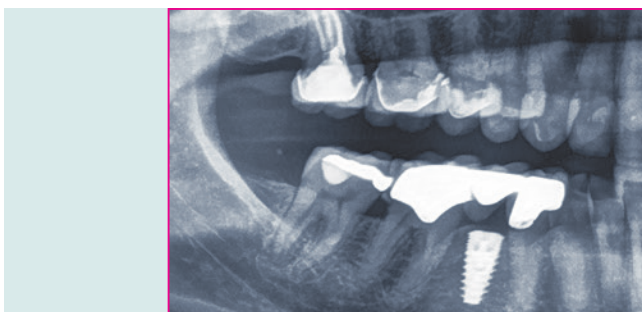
Röntgenkontrollaufnahme nach Eingliederung des Provisoriums.
